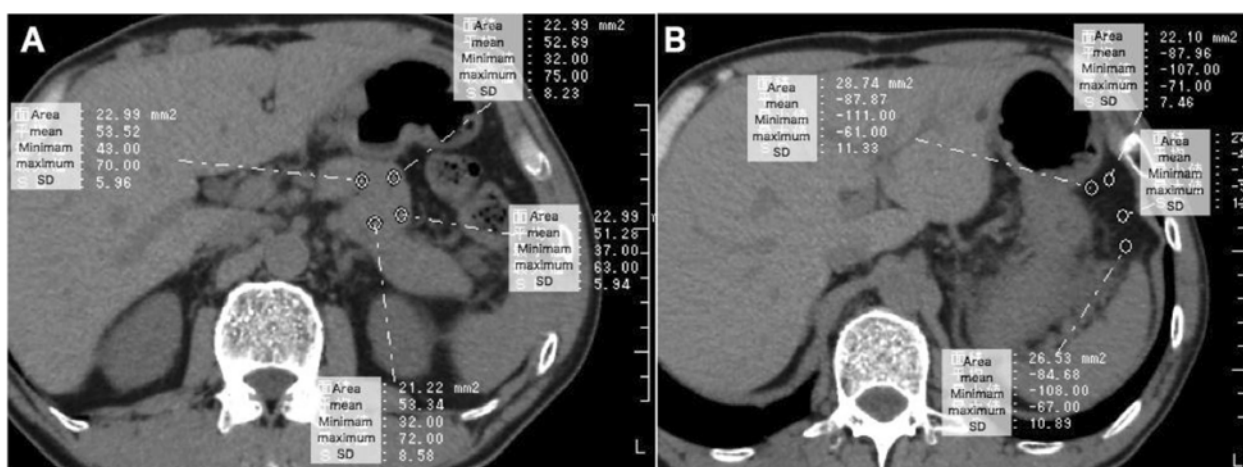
КТ-изображения для измерения значений ХЕ паренхимы поджелудочной железы (А) и висцерального жира (В):
